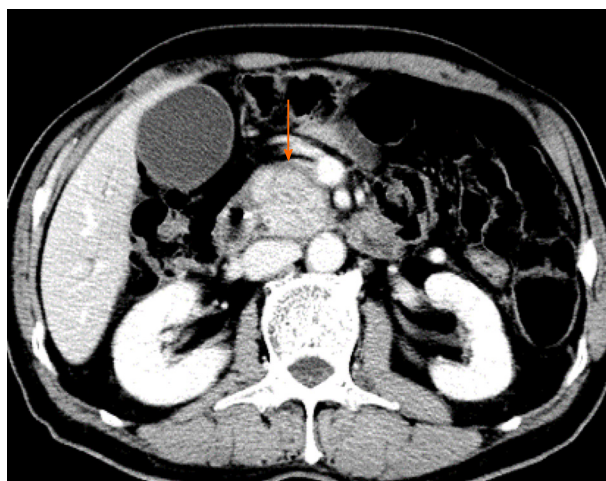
CT动态增强, 胰头增大, 大小约32 mm × 29 mm, 动脉期强化不明显, 延迟期强化显著, 边缘可见荚膜征(橙色箭头).
